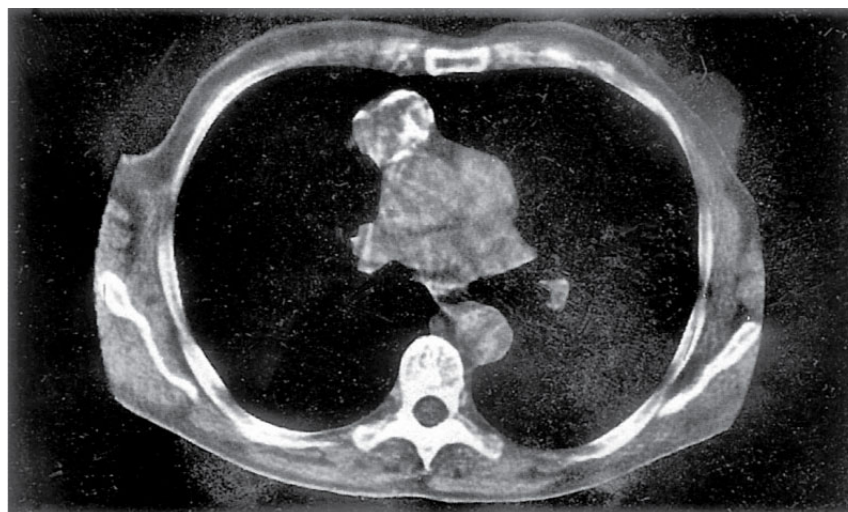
CT of mediastinum in myasthenia gravis, showing thymic enlargement due to thymoma.
